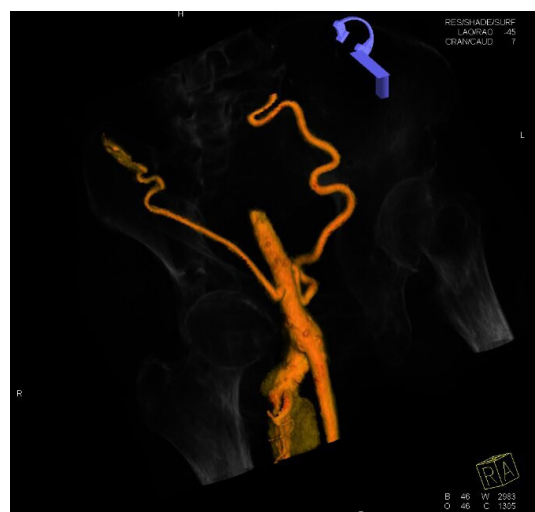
Reconstrução tridimensional de angiotomografia computadorizada (ATC) com referências ósseas, observando-se reenchimento de artéria femoral comum (AFC) por colaterais e dilatação aneurismática da artéria femoral profunda (AFP), sem envolvimento da AFC e artéria femoral superficial (AFS).
